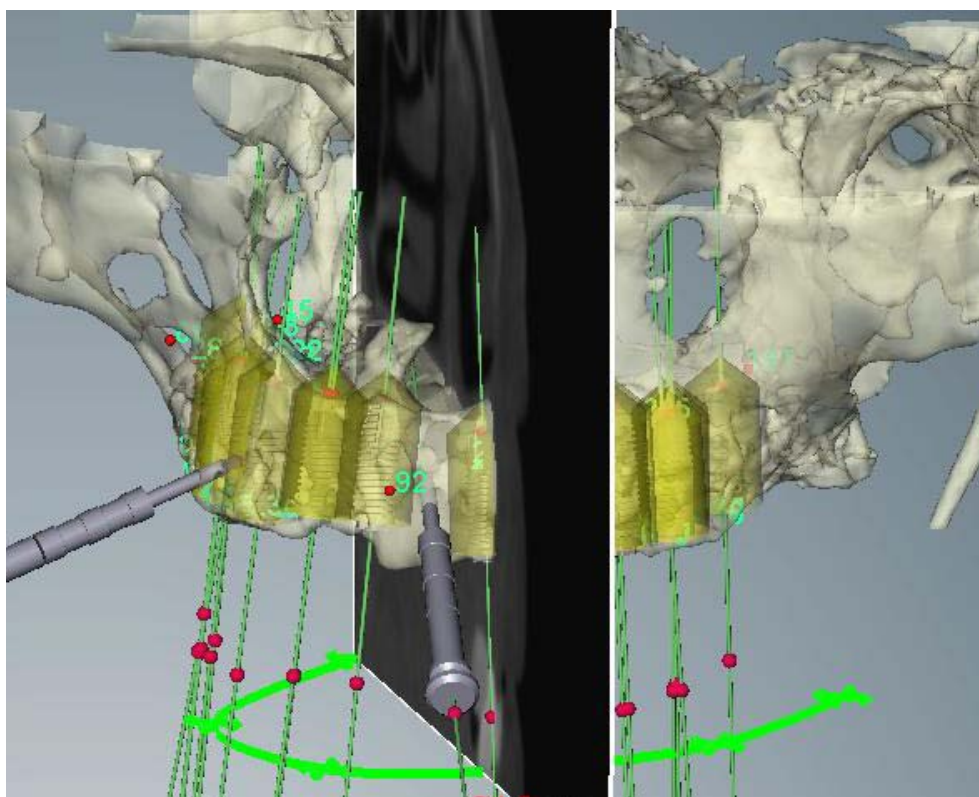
Paciente de la biopsia 6. Planificación preoperatoria de la posición y orientación de implantes dentales endoóseos en el maxilar superior desdentado total, a partir de la reconstrucción 3D de las imágenes de TC de haz cónico.
